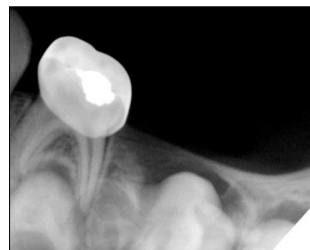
Initial periapical view
